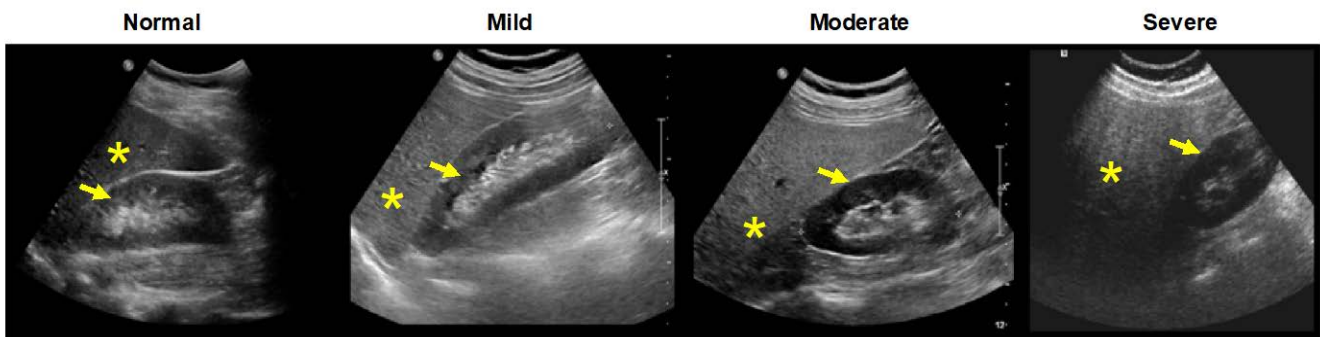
Liver B-mode ultrasound images observed in 4 patients presenting various steatosis grades (left to right) showing that liver echogenicity (brightness, star cursor) relative to the right kidney (arrow cursor) increases with higher liver steatosis grades.
